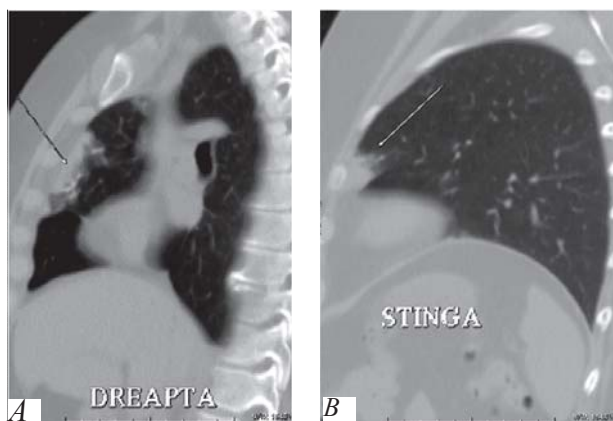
Computer Tomografie cutiei toracice (A, B, C, D, E): secțiuni sagittale ale plămânului stâng și drept (A, B), secțiuni transversale pulmonare la diferite nivele (C, D, E). Particule de ciment în circuit mic, în ramurile mici subsegmentare a arterelor pulmonare bilateral cu formarea unor mici focare infarct-pneumonice.
